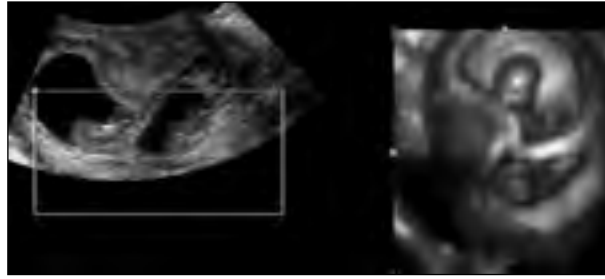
Comparison between 2D (left) and 3D sonography (right). Both modalities provides an examiner with essential information concerning the management of twin pregnancy including number of fetuses and chorionic status. The advantages of spatial visualization in early pregnancy include improved visualization of both fetuses and their gestational sacs. The relationship between the size of fetus and gestational sacs can be assessed on single.
